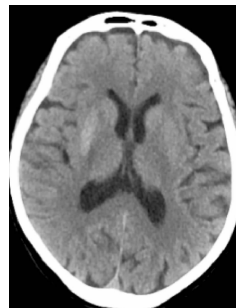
入院当天头颅 CT:右基底节区片状稍高密度影(CT 值 51 HU),无水肿效应
